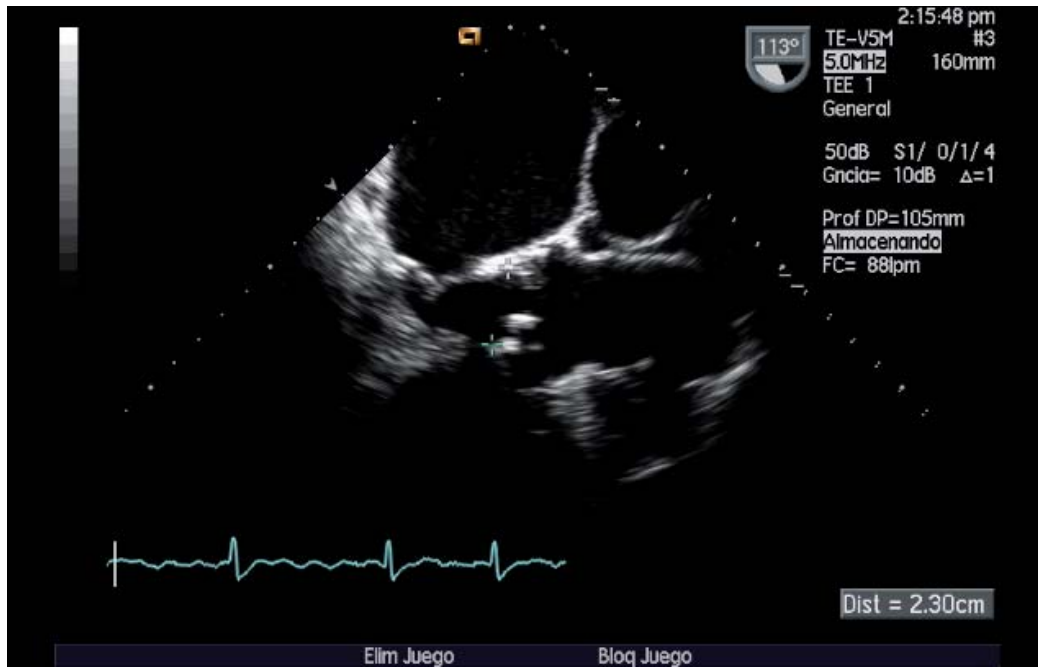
Ecocardiograma transesofágico (ETE). Medida del anillo aórtico en el eje largo de aorta.
